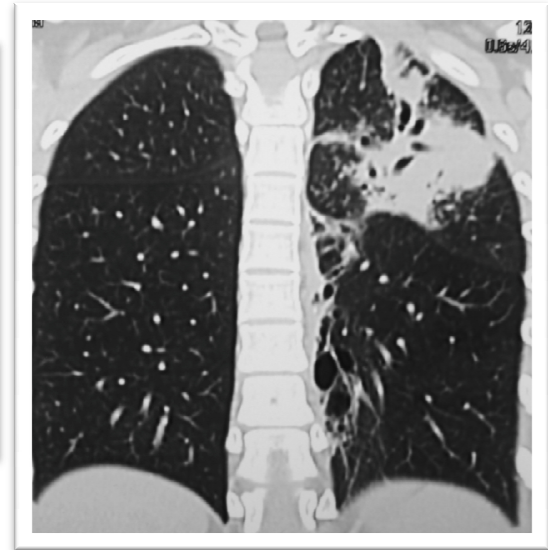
Figura N 5: TC axial y reformateo coronal en paciente con TBC-MDR y buena respuesta al tratamiento muestra Consolidación y Bronquiectasias en Lóbulo superior izquierdo. Algunas Bronquiectasias en lóbulo inferior del mismo lado.
